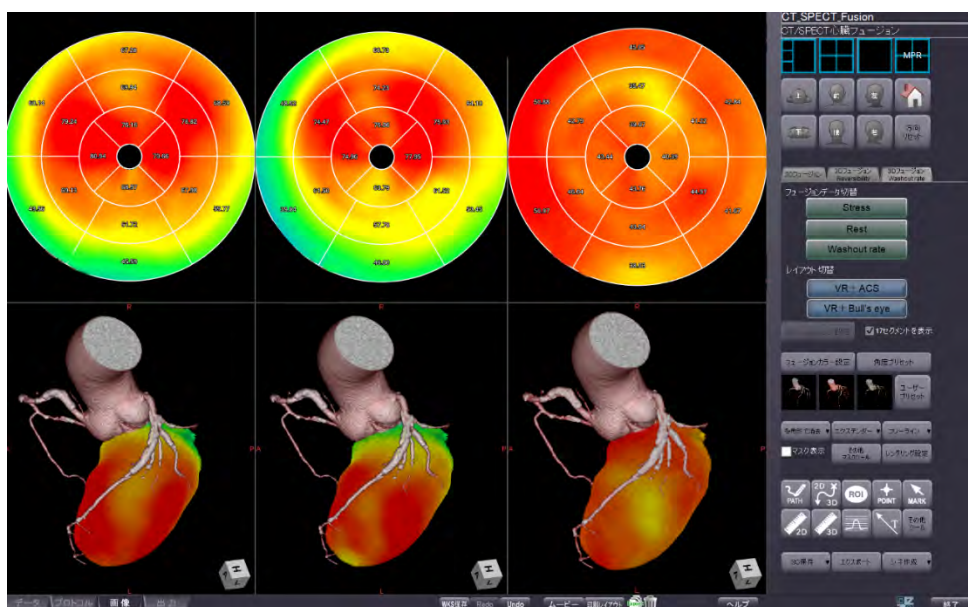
CT/SPECT 心臓フュージョンの解析画面
